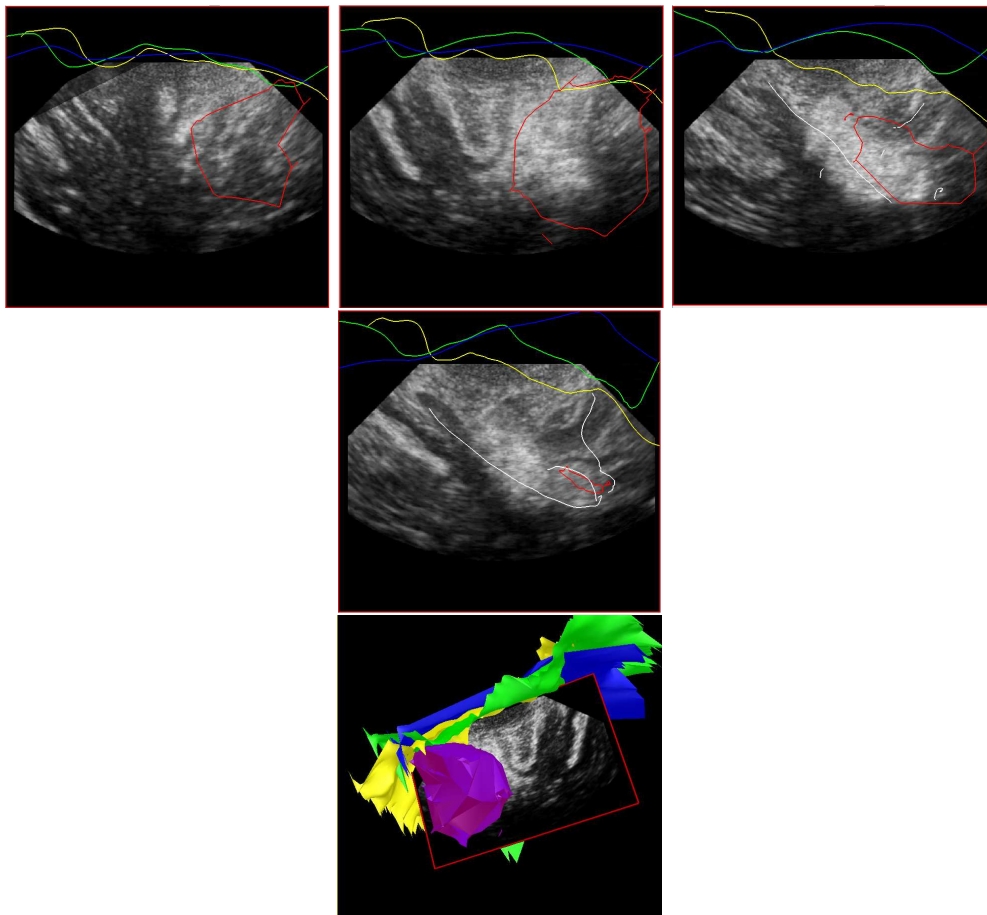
Plusieurs coupes du volume d’ultrasons (coupe 1,7,16 et 19) acquises juste après l’ouverture de la dure mère avec les différentes acquisitions de surface (avant l’ouverture de la dure-mère en bleu, après l’ouverture de la dure mère mais après l’acquisition échographique en vert, et après l’exérèse en jaune). En mauve, un cavernome, situé dans le lobe frontal droit. Dans les images échographiques, la lésion est la tache blanche, et ne correspond pas au volume lésionnel préopératoire segmenté. Le volume échographique a été reconstruit par Pierrick Coupé.
